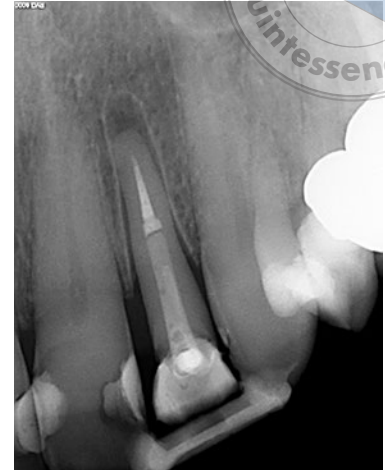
Die Röntgenkontrolle nach Abschluss der Extrusion verdeutlicht das Ausmaß der Zahnbewegung.
